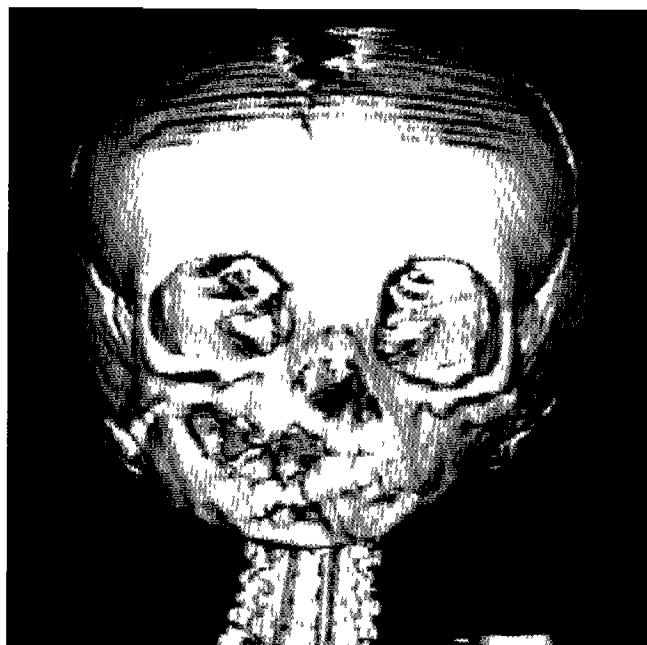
Frontal 3-D computed tomograph The left-sided apparent bony fusion of mandible and maxilla and hypoplasia of mandible and left condyle were present
